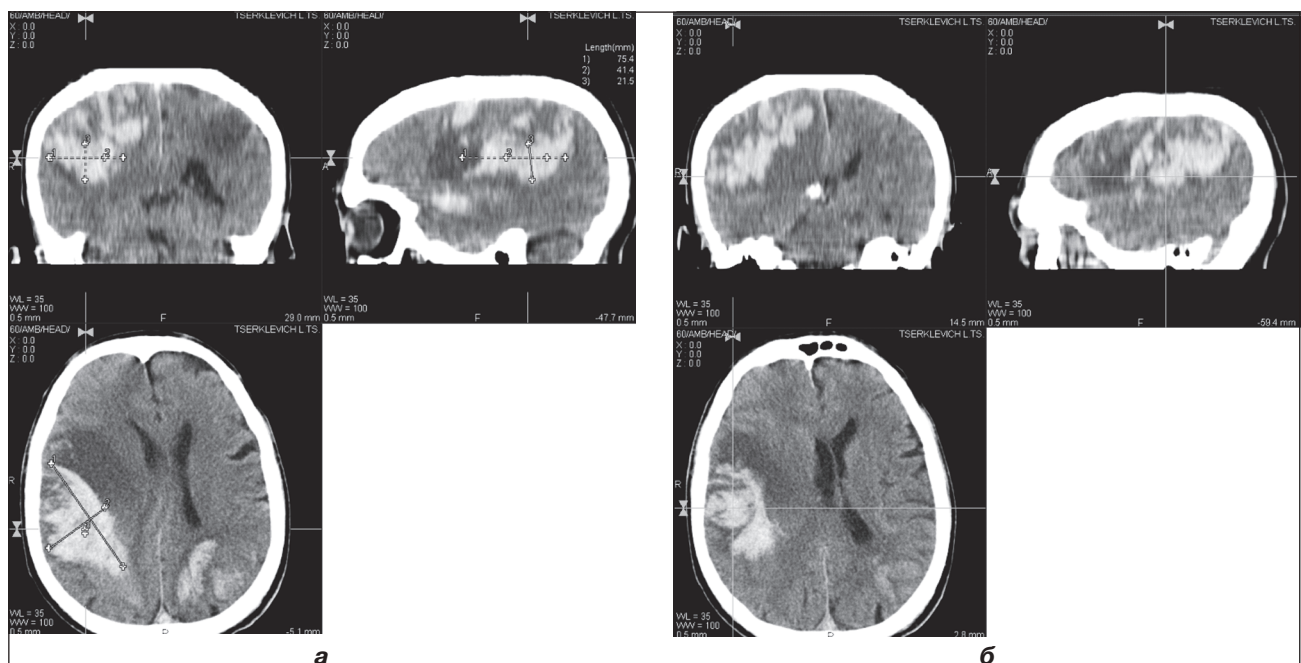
КТ головного мозку хворого Ц., 1948 року народження, з двопівкульним субарахноїдально-паренхіматозним крововиливом. В правій півкулі в лобній та скронево-тім'яно-потиличній ділянках множинні гіперденсивні зони розміром 0,5 × 1 см; 1,2 × 1,4 см; 7,5 × 4,1–2,1 см; щільністю до 57–60 ОД (Н). В лівій потиличній ділянці гіперденсивна зона розміром до 4,7 × 2,1 × 2,2 см. Серединні структури зміщені вліво до 1,2 см. Бокові шлуночки компресовані, більше правий. Міжпівкульна перегородка за щільністю крові — до 56–63 ОД (Н). Конвексимальні простори, борозни і щілини правої півкулі не диференціюються. Зліва виражені недостатньо
